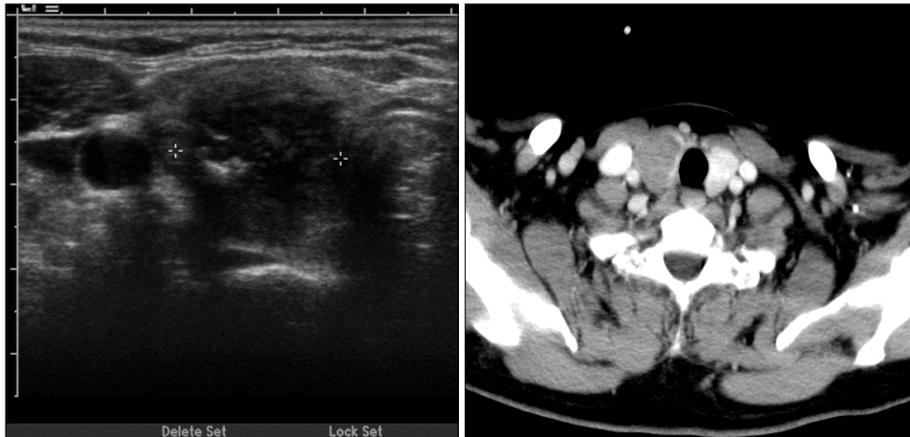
Neck U/S and CT show that 4×2cm sized hypoechoic mass is noted in right thyroid without lateral neck node enlargement.
